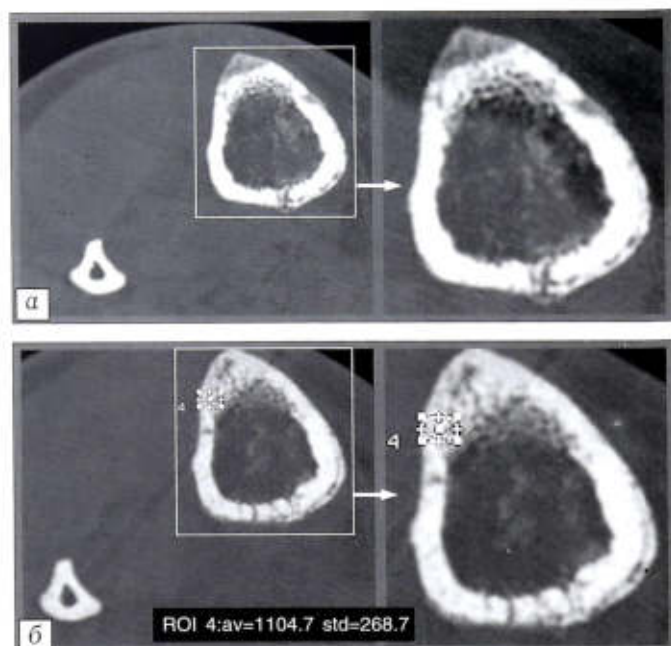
КТ голени (аксиальный срез) больного К. 51 года после удлинения голени на 7 см на 0,5 см (а) и 1 см (б) проксимальнее регенерата.
